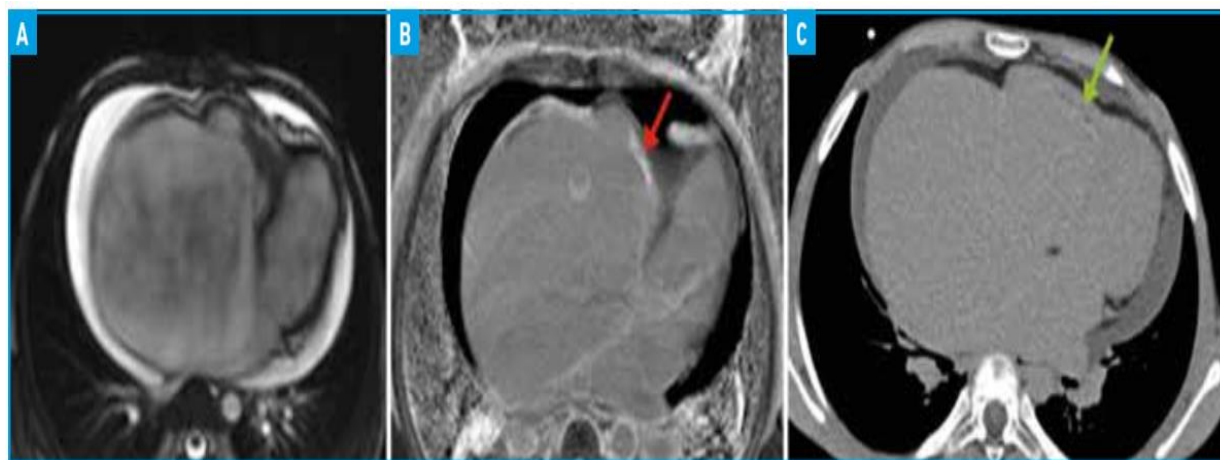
Diagnostic d'une fibrose endomyocardique du VD, Ciné-IRM [104].
